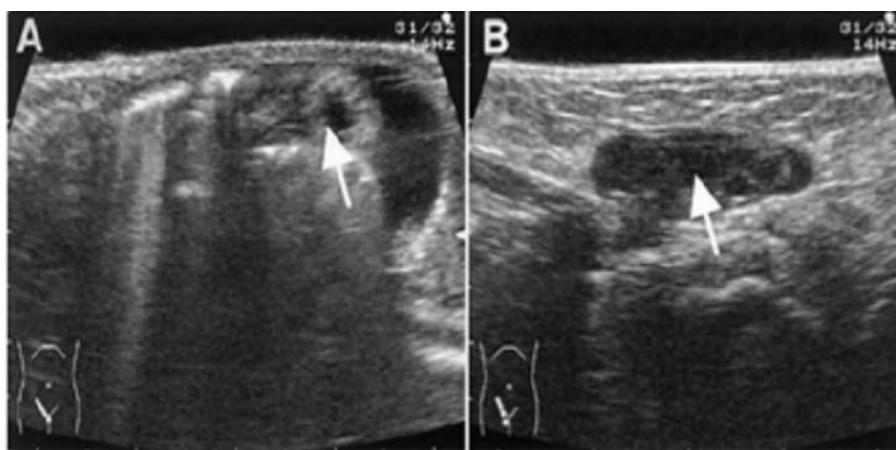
classification échographique (Types I, II). (A) de type I, l'organe intra-abdominale est observé dans le canal inguinal avec augmentation de la pression intra-abdominal avec (flèche, intestin). (B) de type II, un modèle kystique est vu à l'anneau interne du canal inguinal avec l'augmentation de la pression intra-abdominale (flèche, modèle kystique).
